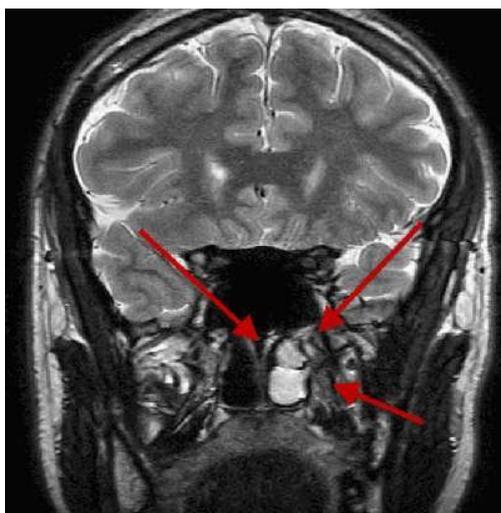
На МРТ снимке больного Савурбаев Н. 1989г рождения, четко видна аденома гипофиза.
